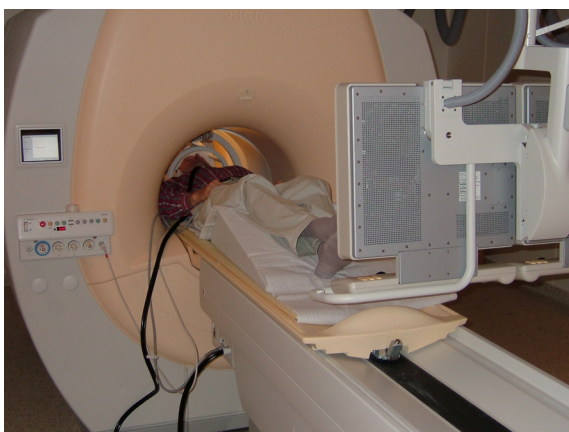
Verwendeter MRT-Scanner (links) mit Monitor und Sense-Spule (rechts)
